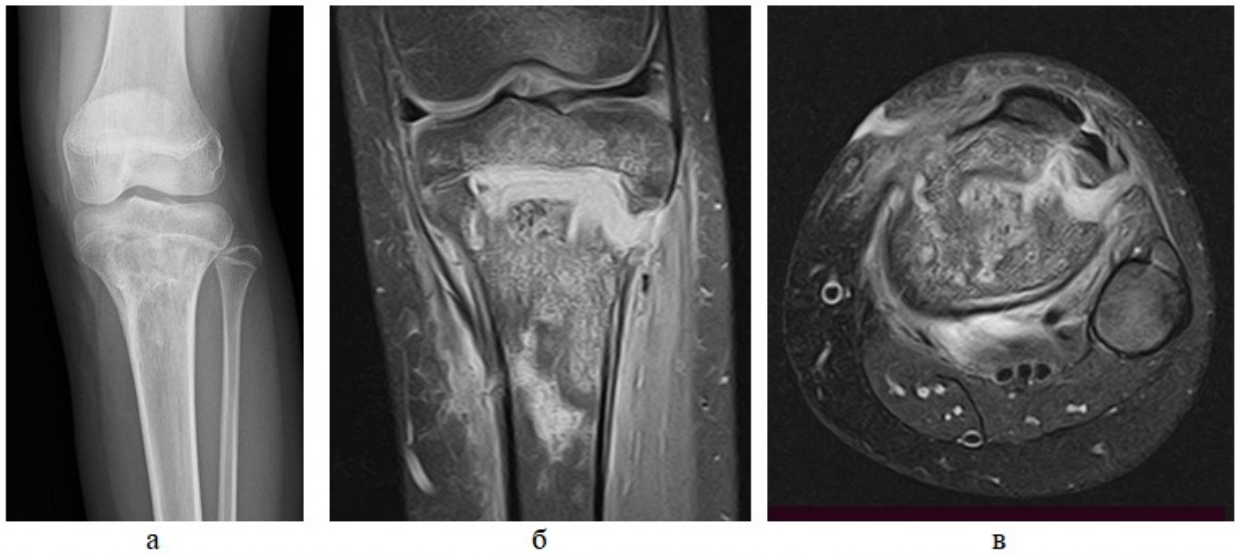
Рентгенограмма и МР-томограммы пациентки Ч., 15 лет с ПХО проксимального МЭ левой большеберцовой кости: а – рентгенограмма костей голени в прямой проекции без признаков наличия свищевого хода; б, в – STIR COR и АХ, свищевые ходы в мягкие ткани и на поверхность кожи
